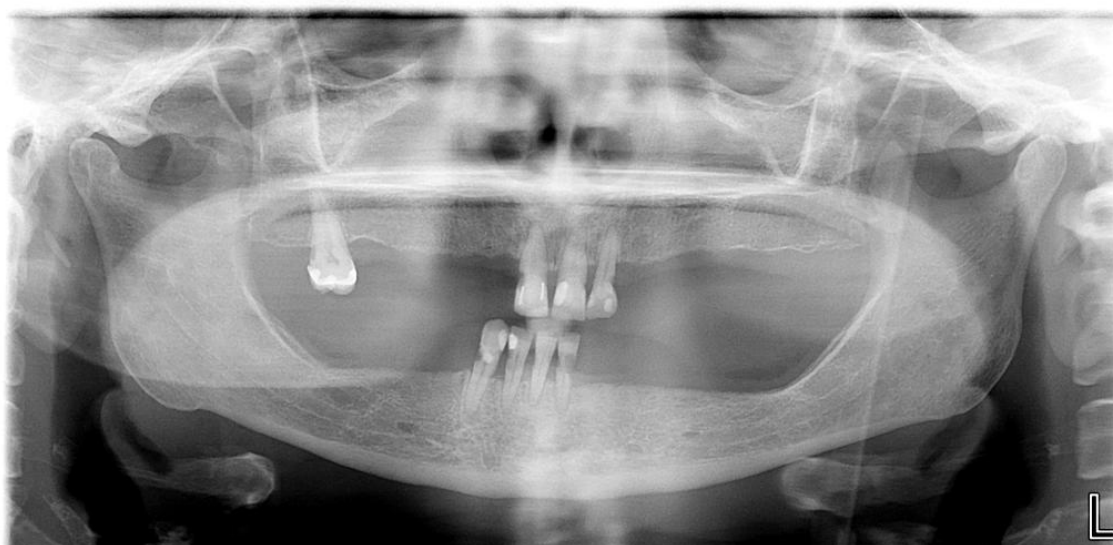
Figura n.º 20: Ortopantomografia da paciente.
